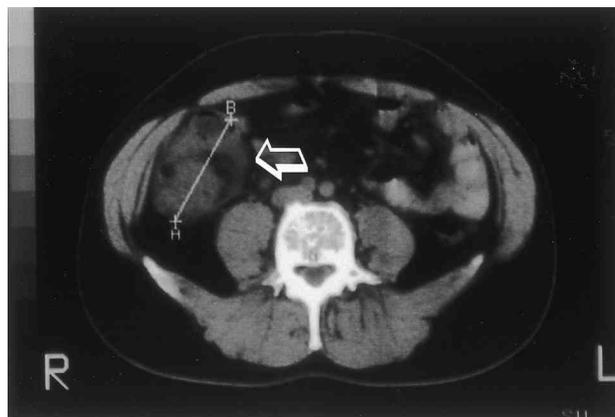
TC addominale che conferma la presenza di una voluminosa formazione espansiva rotondeggiante, disomogenea (freccia), originante dal colon a livello della giunzione cieco-ascendente, con aree colliquate all'interno.
